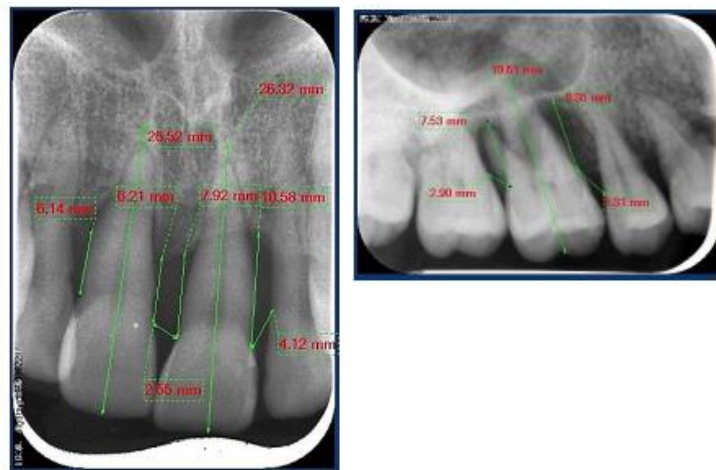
Medición de radiografías dentales anteriores y posteriores con el programa Digora Optime.²¹
